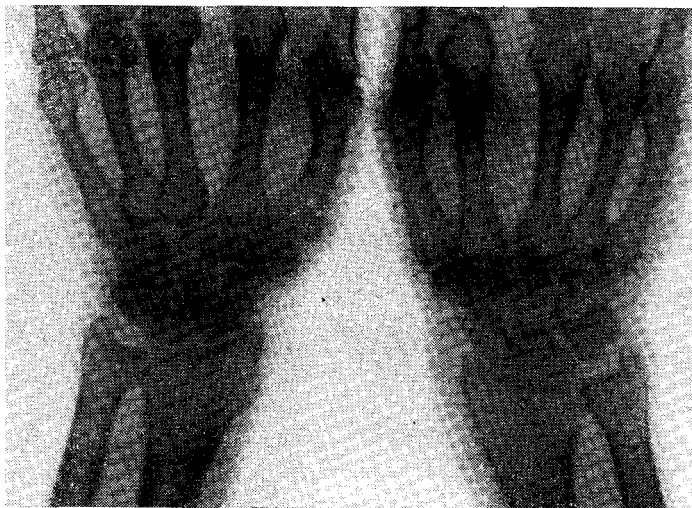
Значительное утолщение мягких тканей в зоне шиловидного отростка лучевой кости при болезни де Кервена (рентгенограмма).
